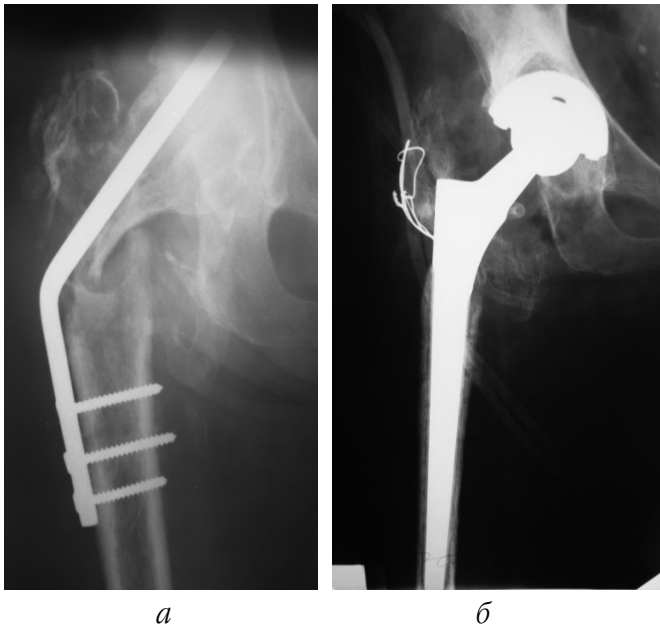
Фотовідбитки рентгенограм хв. В., 67 р., з наслідками оперативного лікування черезвертлюгового перелому типу А3: а – 10 міс. після оперативного втручання (використана кутова металева пластина DCP з гвинтами). Сформувався хибний суглоб, міграція металевого фіксатора, що в свою чергу потребувало виконання тотального ендпротезування правого кульшового суглоба; б – результат лікування негативний
